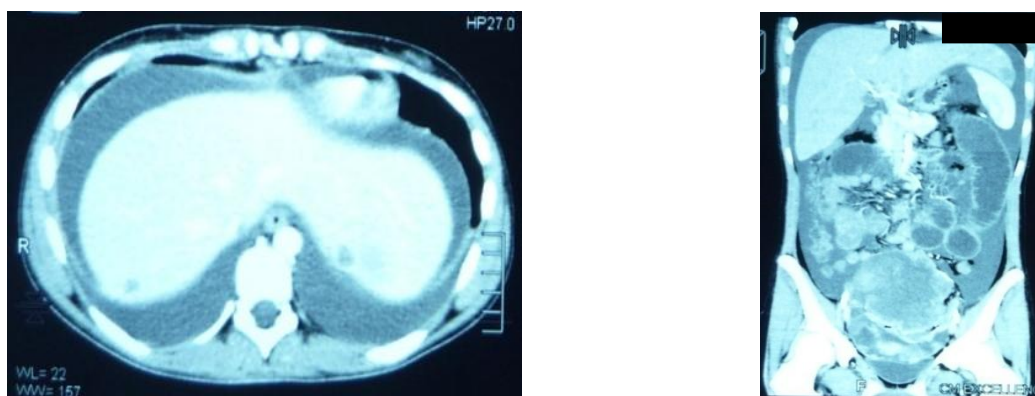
CT abdominală cu angiografie. Formațiune a organelor bazinului mic de origine ovariană cu Mt și ascită în regiunea perihepatică și perilienală, se observă fâșii lichidiene cu grosime < 18 mm, mai jos de Tr lichid liber intraperitoneal în cantitate moderată
